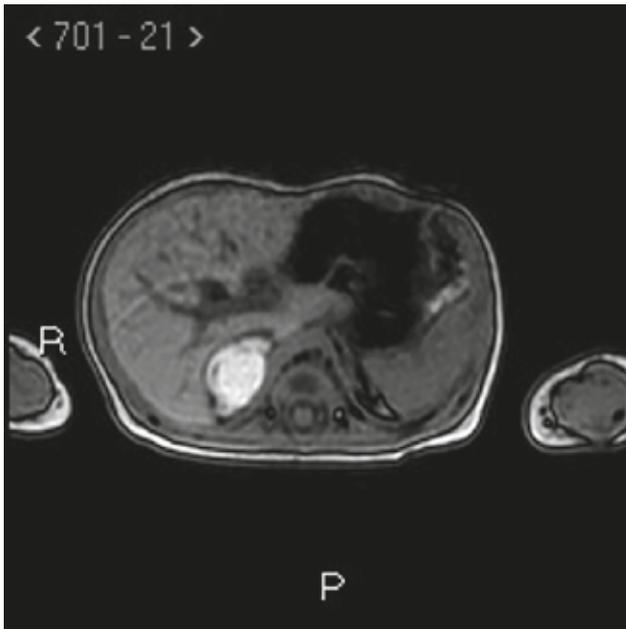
RM abdominal en secuencia T1 (fuera de fase), donde se observa imagen hiperintensa suprarrenal derecha en relación con hemorragia.
